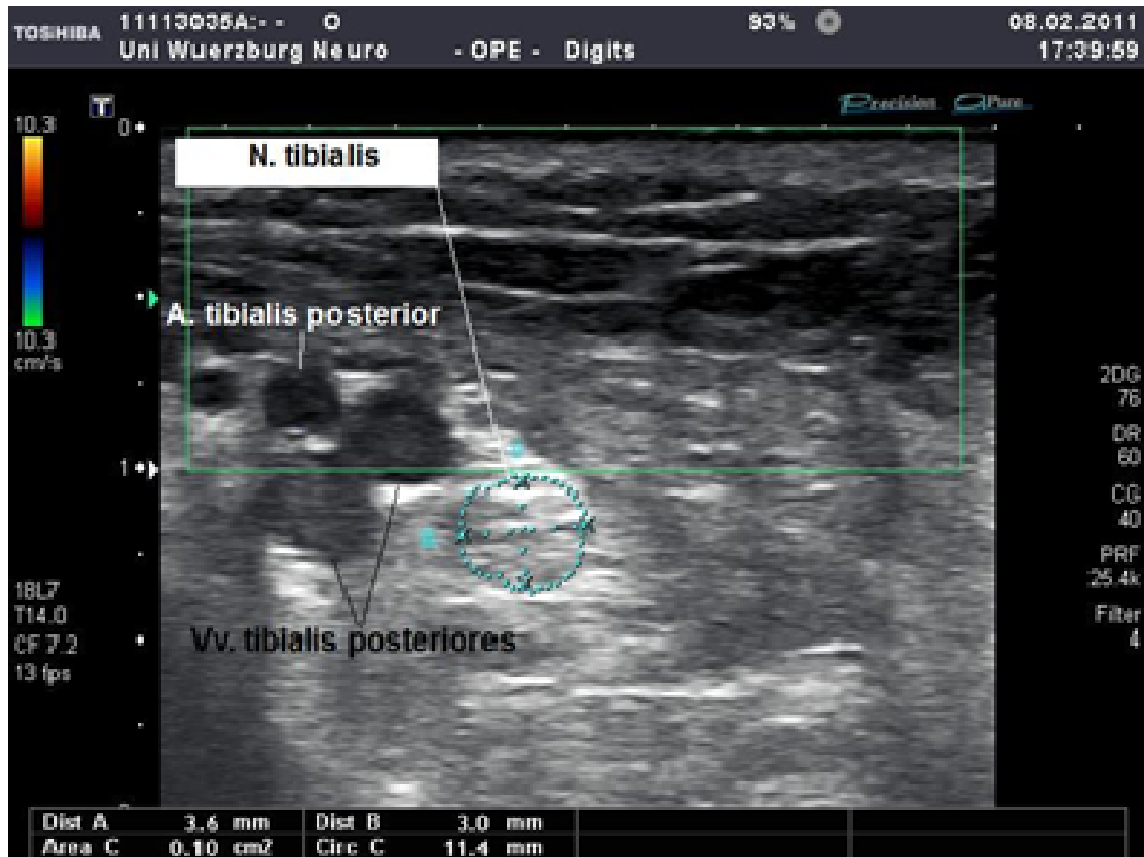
Sonographische Darstellung des N. tibialis im Transversalschnitt
